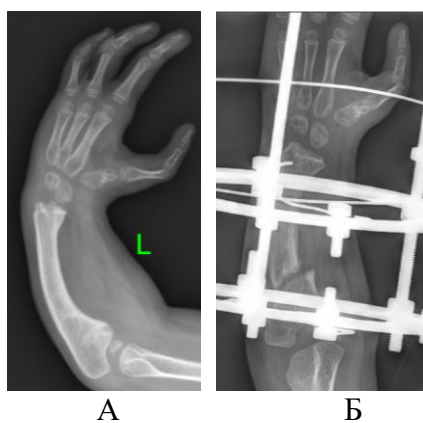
Удлинение локтевой кости компрессионно-дистракционным методом у пациента Ш., 4г., и/б № 19/6397. Рентгенограмма предплечья и кисти до (А) и после (Б) операции
